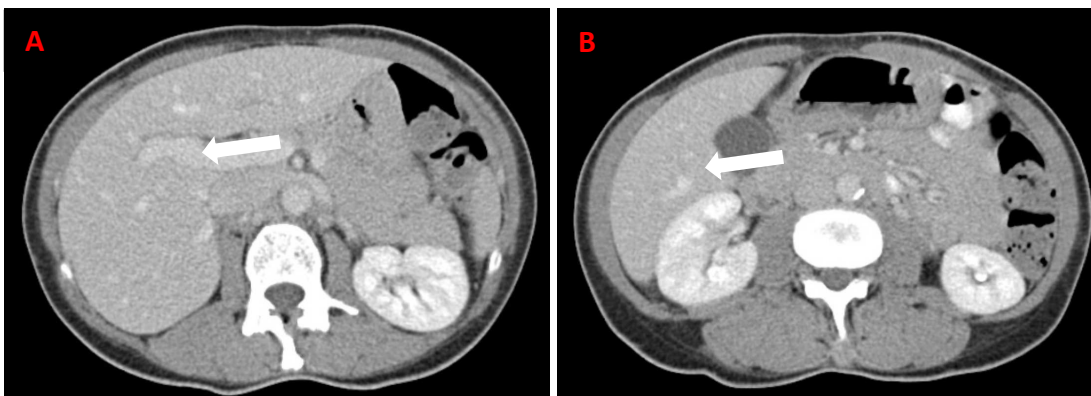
Axiale Darstellung der Leber in der portalvenösen Phase im CT mit Betonung auf die Darstellung der V. portae hepatis (Pfeil) (A) und des Leberparenchyms (Pfeil) neben der Niere und Gallenblase (B) (79).
